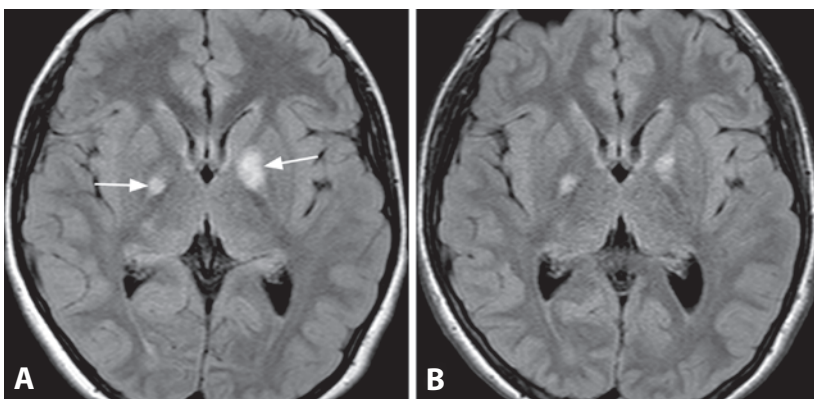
Аксиальное FLAIR-изображение на уровне базальных ганглиев у пациента в возрасте 10 лет (А): двусторонние пятнистые гиперинтенсивные изменения главным образом в бледных шарах (стрелки). FLAIR-изображение на том же уровне через 3 года (В): спонтанная регрессия этих изменений.
